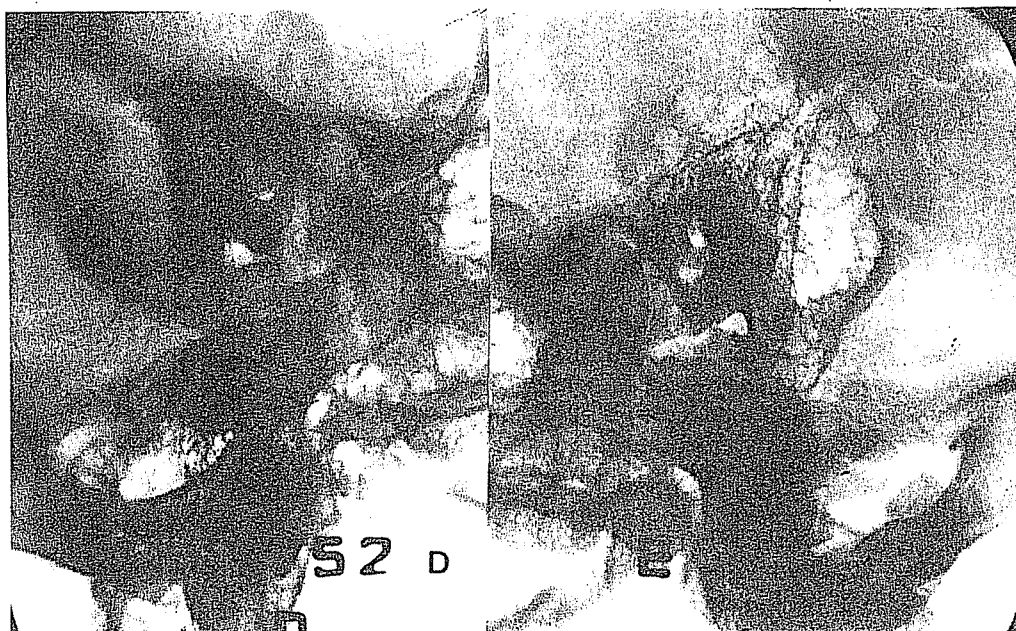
Radiografias das mastóides na projeção de *Schüller*. Enquanto a mastóide esquerda é do tipo pneumático, a direita é ebúrneia.
